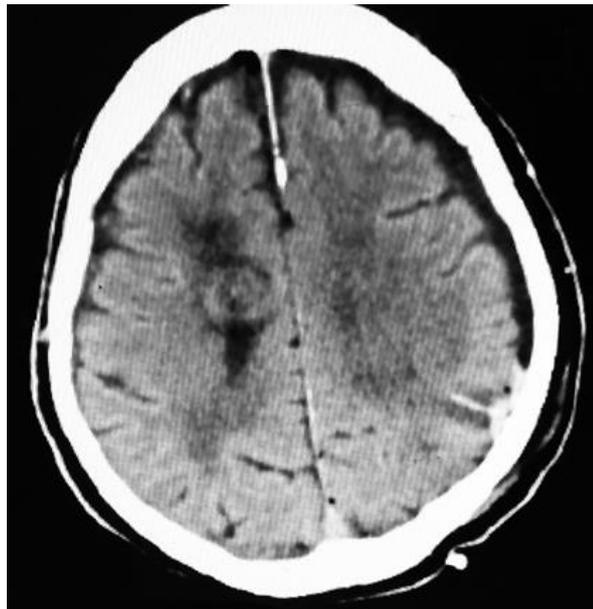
Tomografía computarizada de cráneo evolutiva a los siete días de operado.
